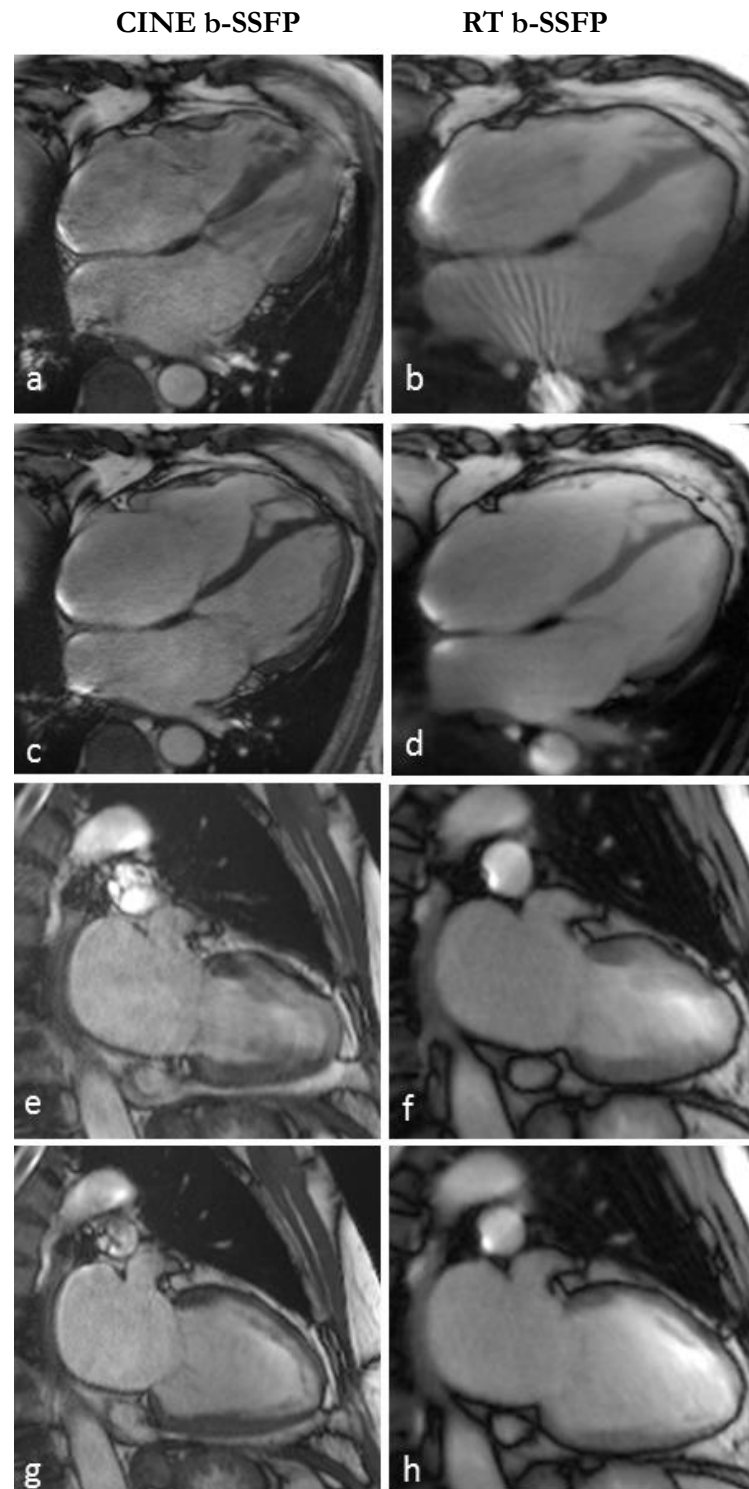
MRT-Datensätze eines Patienten mit Vorhofflimmern in CINE- und RT-b-SSFP-Sequenz, 2- und 4CV.
